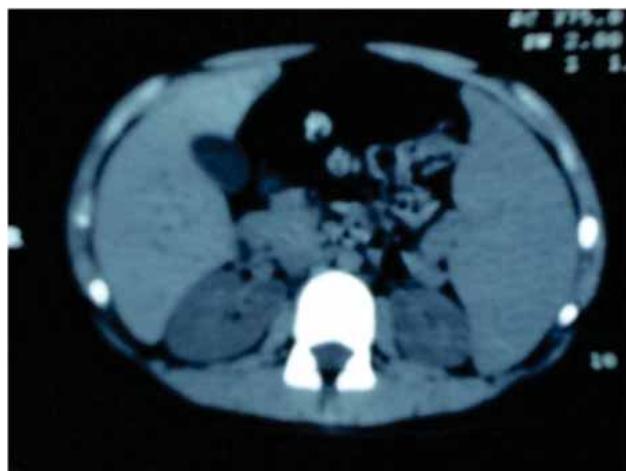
Tomografía computarizada. Evidencia de esplenomegalia y litiasis vesicular. (Caso 1).
